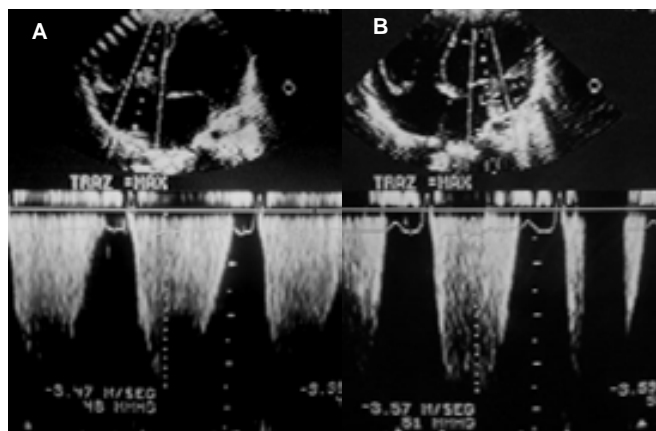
Ecocardiograma bidimensional Lado A: Doppler en válvula tricúspide, Lado B: Doppler en válvula mitral.
